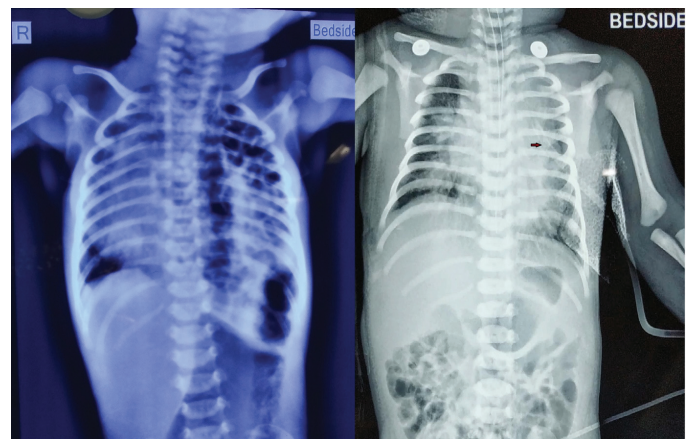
Preoperative and postoperative X-ray of the baby showing bowel content and *in situ* tube thoracostomy, respectively, in the left hemithorax
